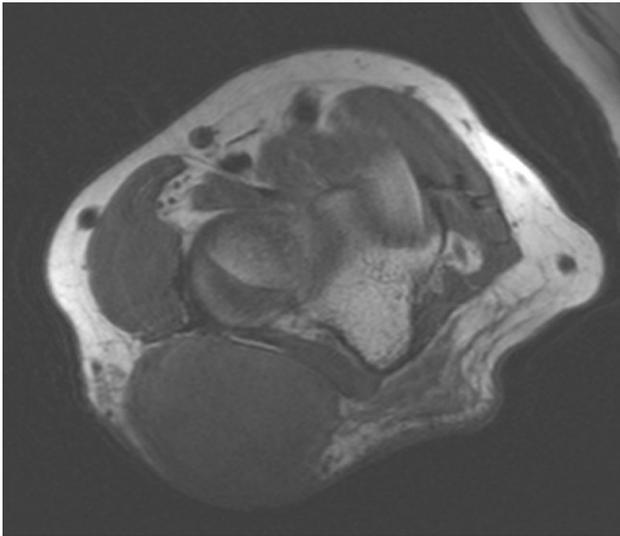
RMN piano assiale
